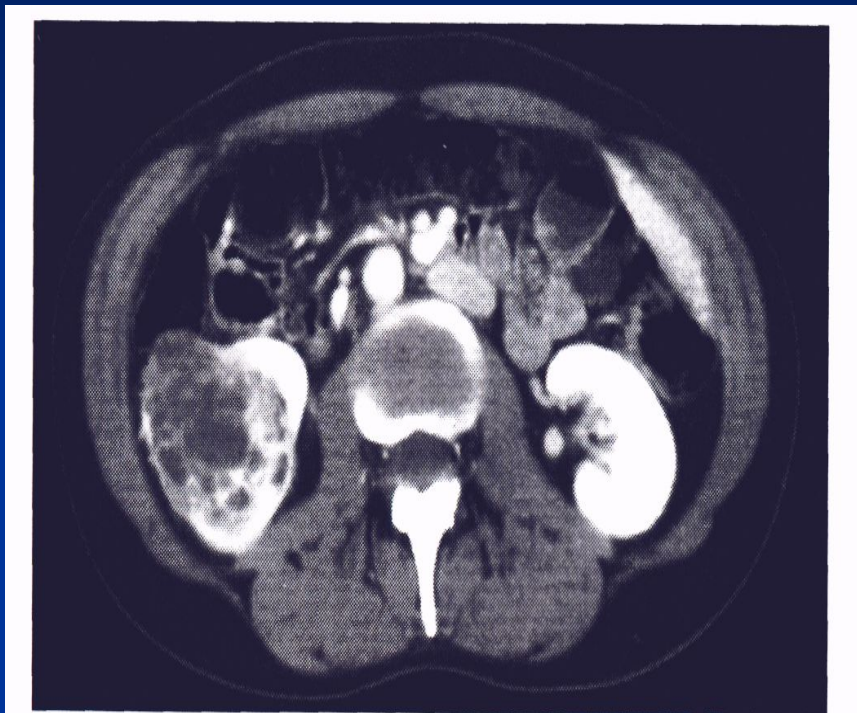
Опухоль лоханки правой почки (КТ).
